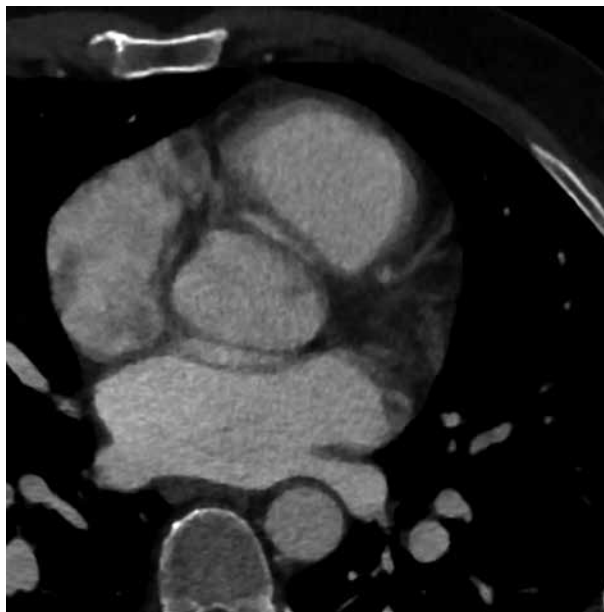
Tomografia komputerowa; otyły pacjent, obniżenie jakości obrazu, zmniejszenie stosunku sygnału do szumu
